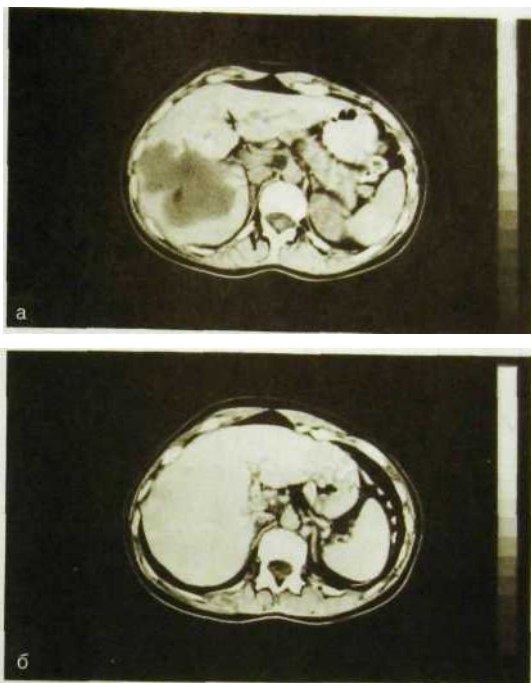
140. Компьютерные томограммы печени с усилением. Кавернозная гемангиома печени.
